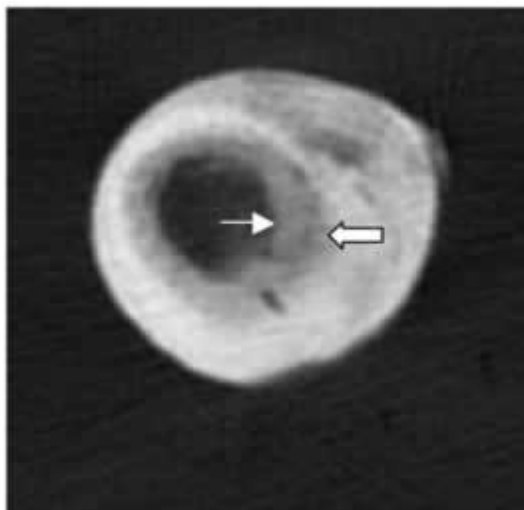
la TC, eseguita senza mezzo di contrasto, conferma l'importante reazione periostale () e mostra una discreta reazione endostale ().
